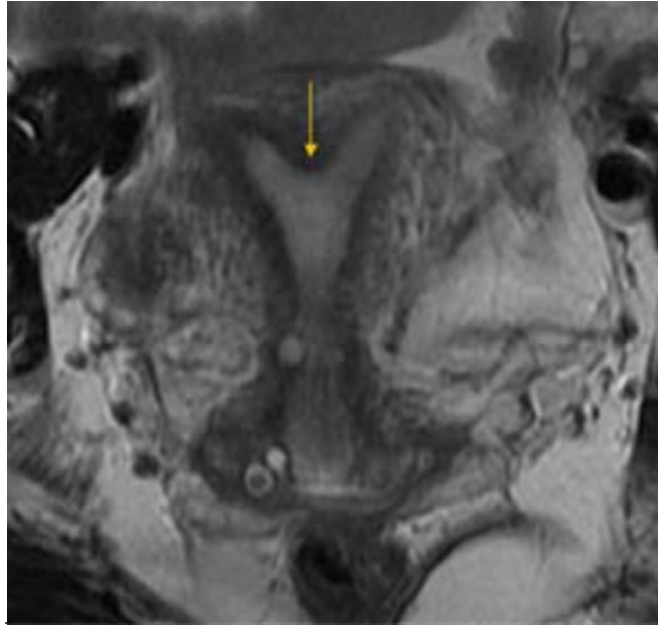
Imagen de un útero septo por resonancia magnética. La flecha vertical muestra el contorno uterino ligeramente convexo. La flecha horizontal muestra el tabique o septo separando ambas cavidades.
